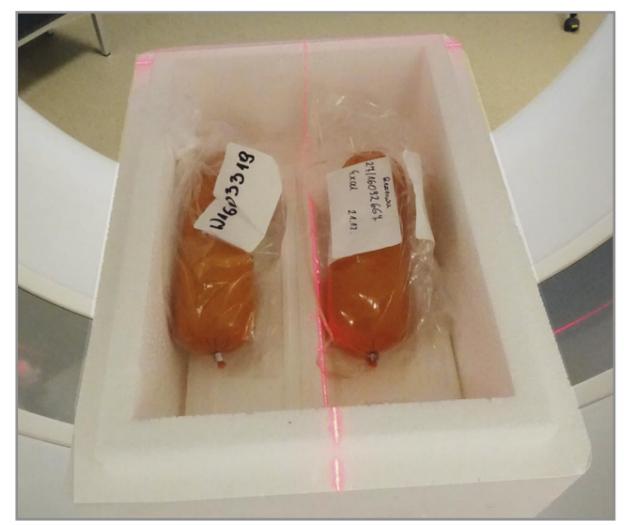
Charge 1 der Fleischwürste wurde auch im CT untersucht.
